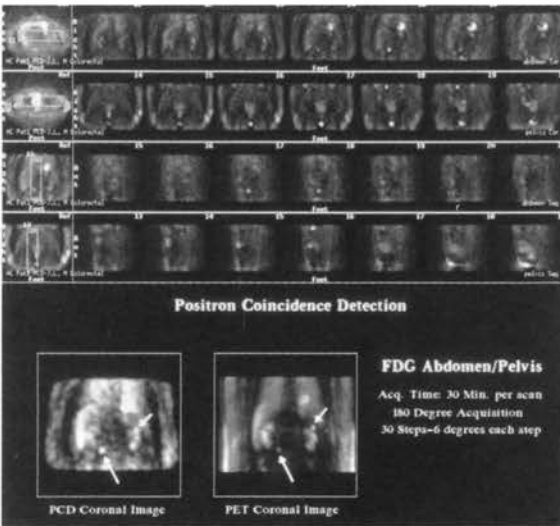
同時計数回路(PCD)を用いた ^{18}F -FDGによる体幹部の腫瘍画像(Picker社提供)。
